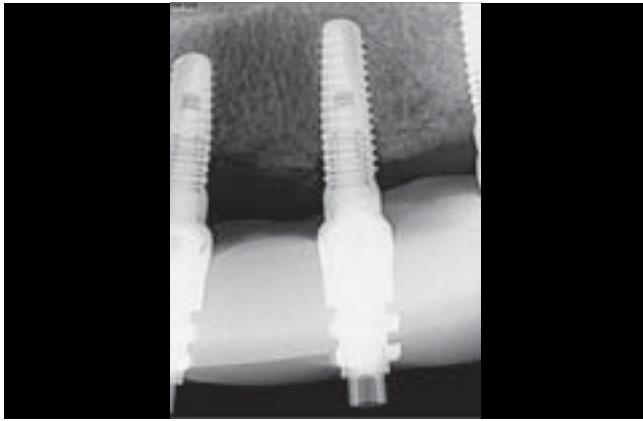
Röntgenaufnahme mit Gipsschlüssel. Die Abformpfosten im Oberkiefer zeigen eine spannungsfreie Passung.
